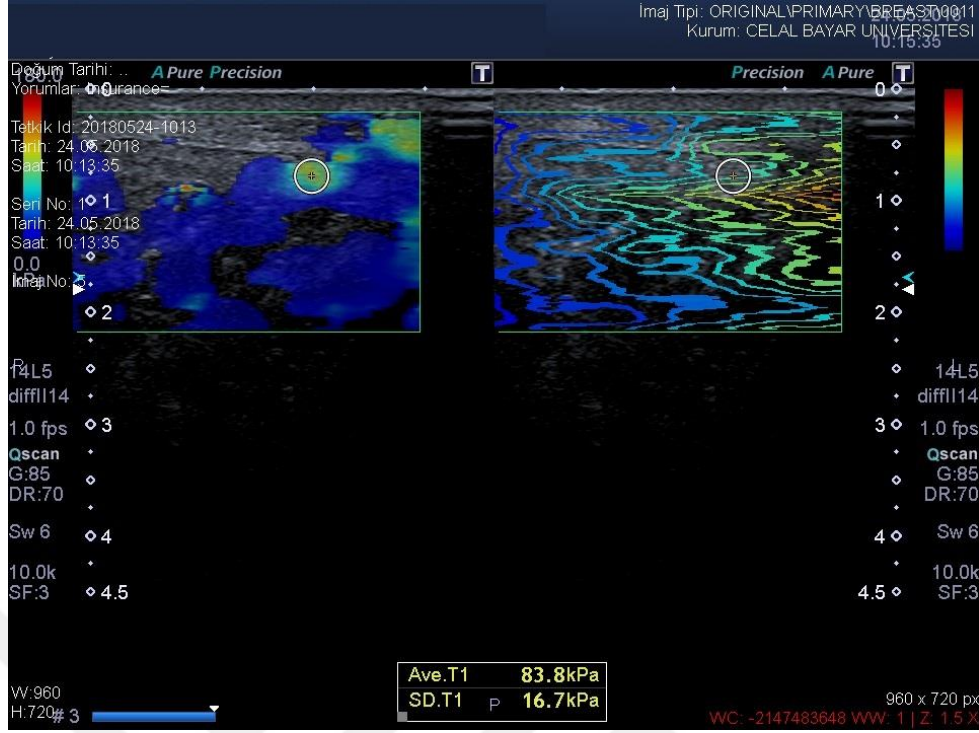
Quadriceps tendonu USG görüntüsü
